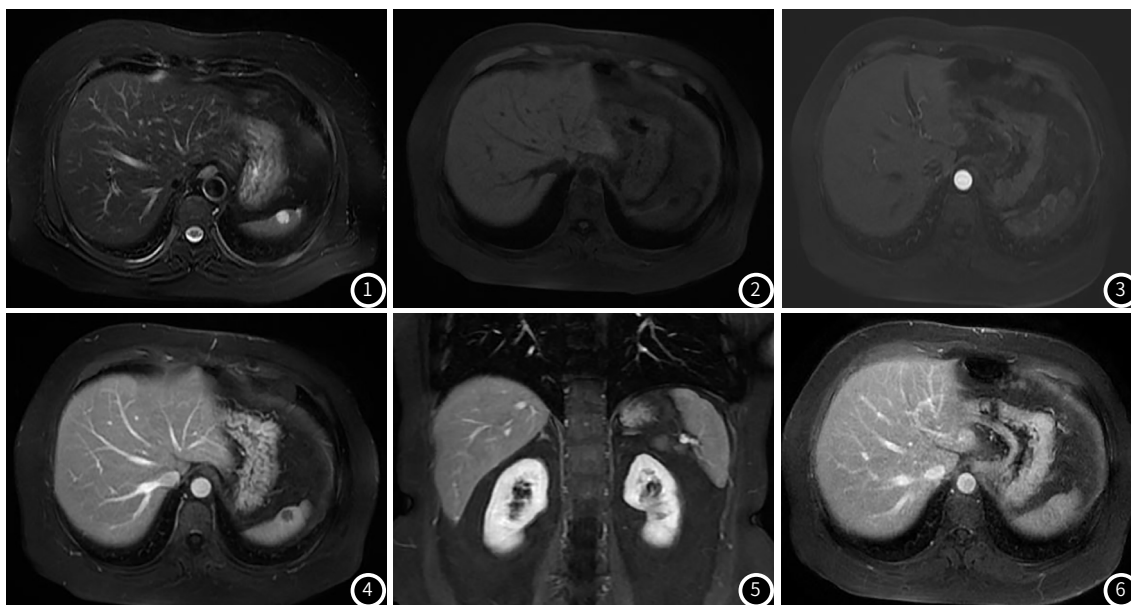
~图6 患者女，行MR平扫示：子宫后位，其前壁肌层内见类圆形长T₁、长T₂信号，边界清晰，直径约9mm；DWI (b=800s/mm²) 弥散受限；增强扫描动脉期、静脉期、延迟期及5min延迟期，呈渐进性强化。影像诊断：脾脏淋巴瘤。
